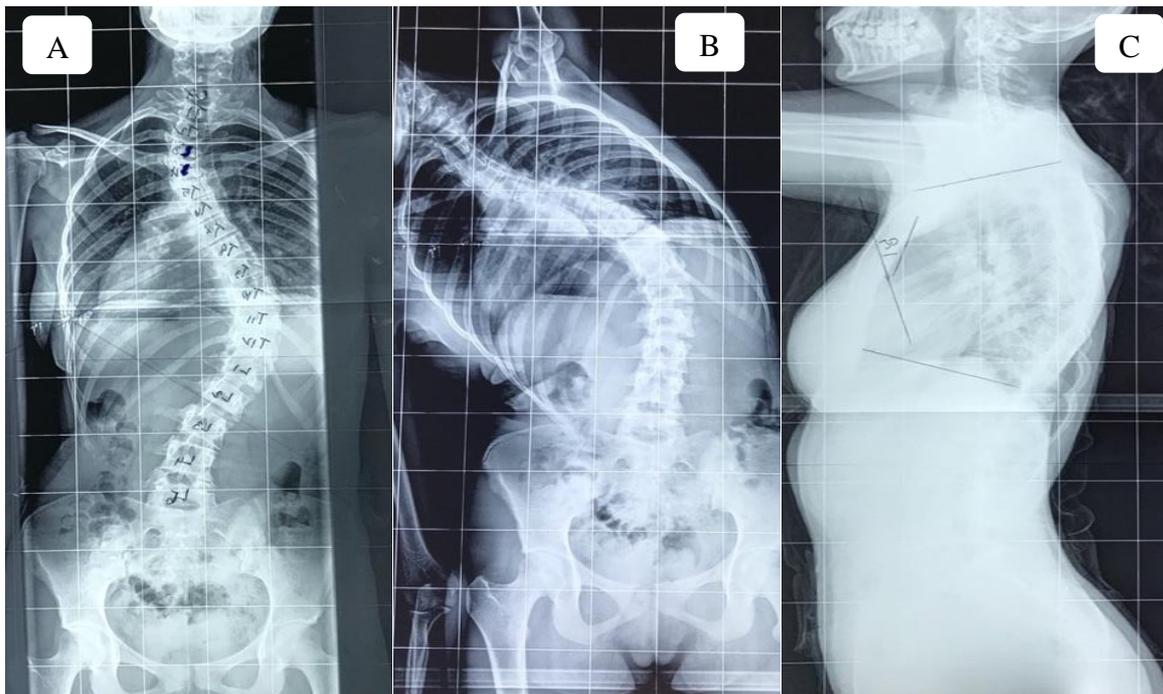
A) Radiographie de face, B) Bending latéralisée à gauche, C) Radiographie de profil
